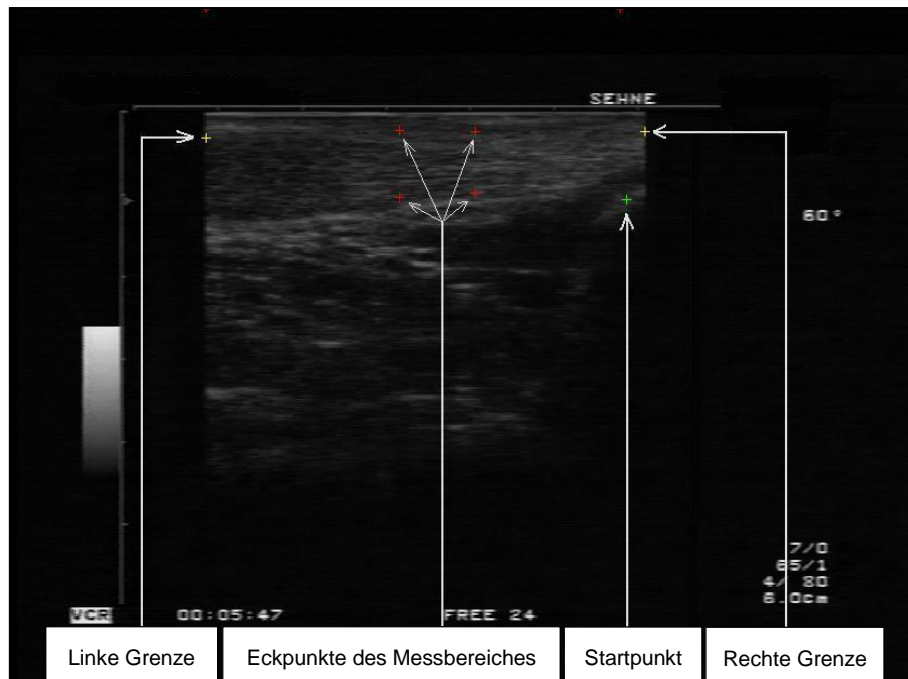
Sonographisches Longitudinalbild der Achillessehne
